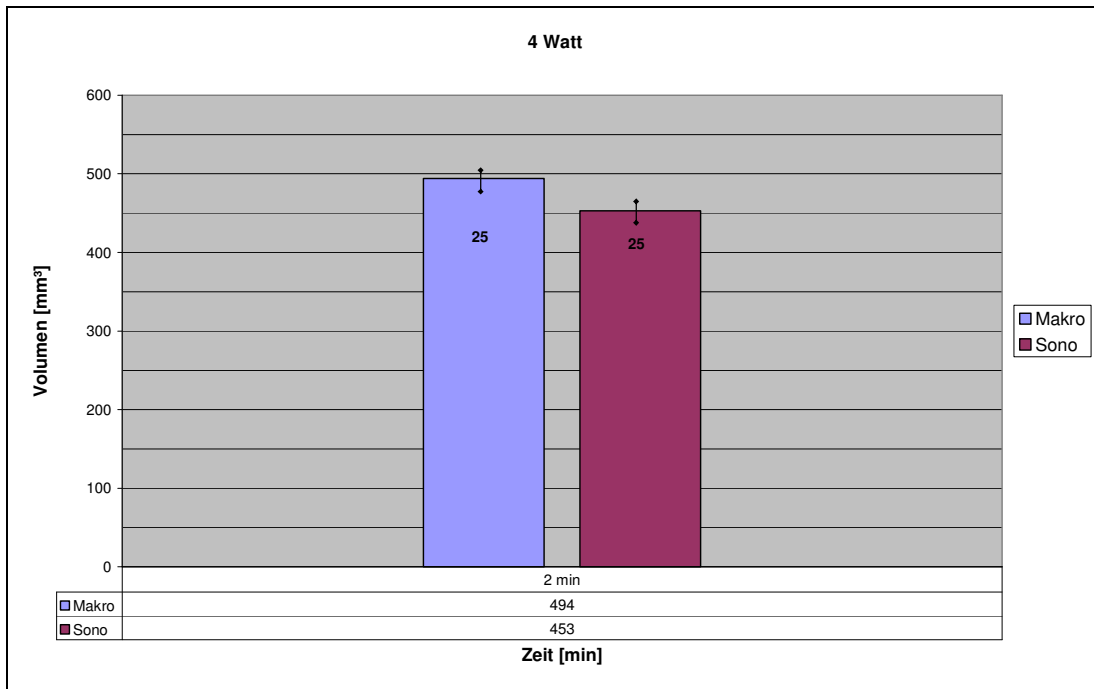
Dosis-Wirkungs-Beziehungen für Leber ohne Perfusion bei 4 Watt. Angegeben sind jeweils die Mittelwerte und die Standardabweichungen. Abweichung des sonographischen Wertes 9,1 %.
